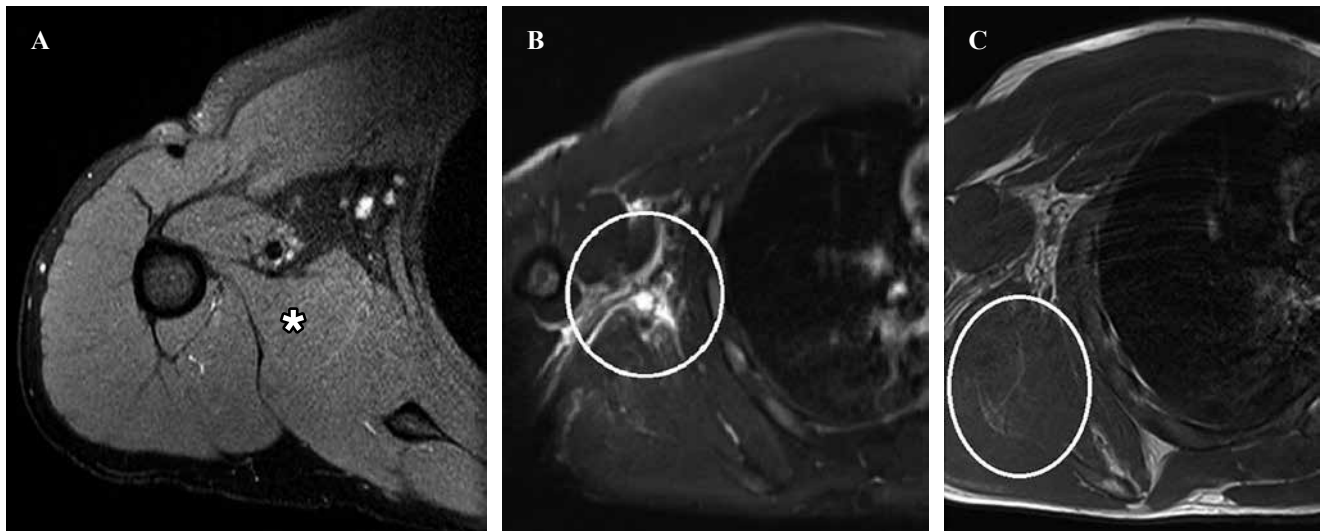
MRI in the axial section in the PD SPIR sequence (A) demonstrating the normal anatomy of the teres major muscle (white asterisk), in the T2 DP FAT SAT sequence (B) demonstrating the rupture of the myotendinous junction of the teres major (white circle) and on T1 sequence (C) demonstrating slight liposubstitution of the teres major muscle.
